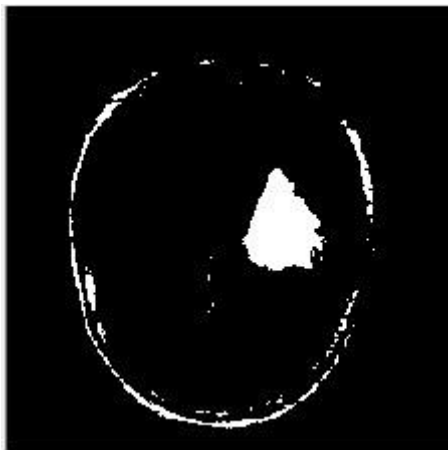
Image IRM seuillée et labélisé
